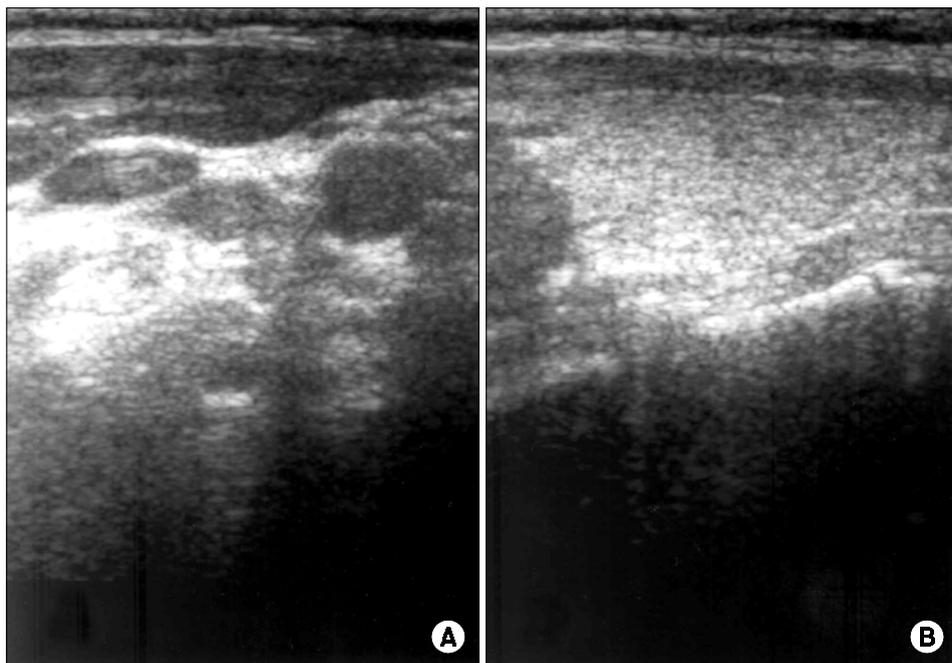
Ultrasound shows no detection of the right lobe (A) and normal echotexture and echogenicity in the left lobe and isthmus of thyroid gland (B).
